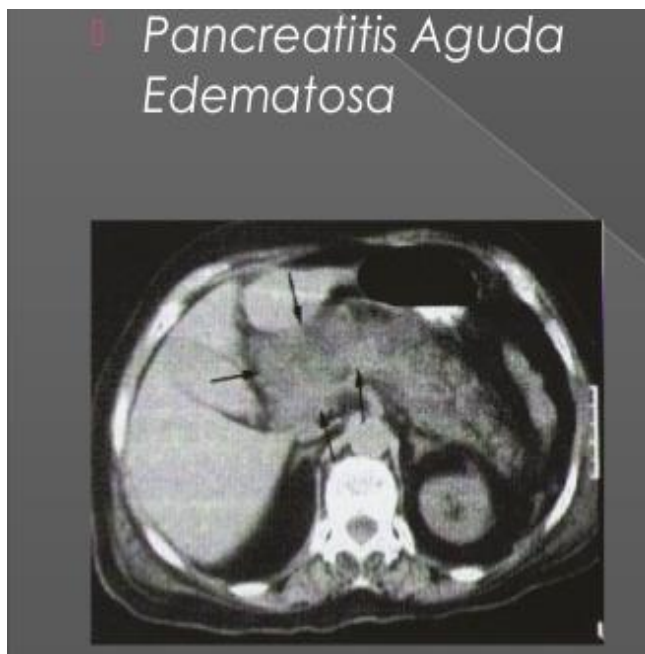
Imagen de TAC de pancreatitis
